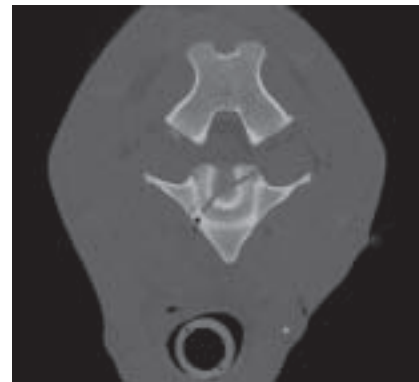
Computertomographie (CT): Transversale Rekonstruktion der Halswirbelsäule im Knochenalgorithmus auf Höhe der kaudalen Endplatte von C2. Die Fraktur (Pfeil) zieht durch die Wirbelkörperendplatte, lateral davon ist das kaudale Ende der Fraktur durch den Wirbelkörper sichtbar. Der Pfeil ist auf der rechten Seite.
